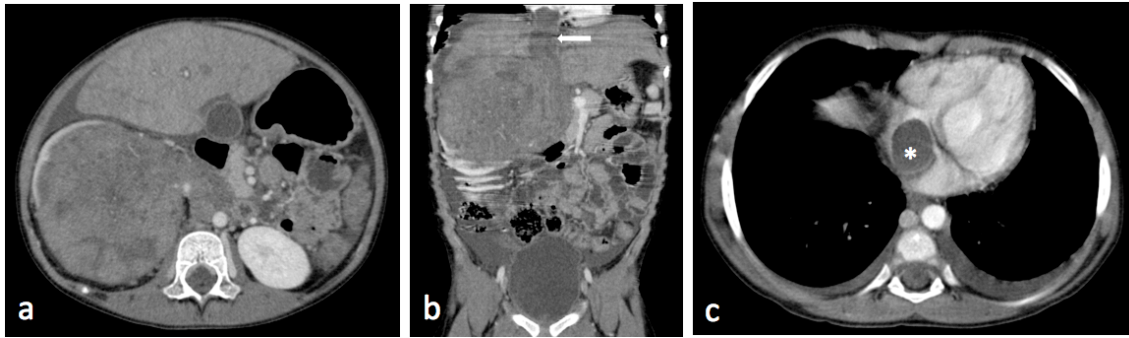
Paciente femenina de 4 años de vida. Tomografía contrastada de abdomen y tórax. Masa sólida, heterogénea, con áreas de necrosis, de > de 10 cm de tamaño, localizada en el riñón derecho con resultado patológico de tumor de Wilms favorable (a). Se asociaba a trombosis de la vena cava inferior (flecha blanca en b) y de la aurícula derecha (asterisco en c).
